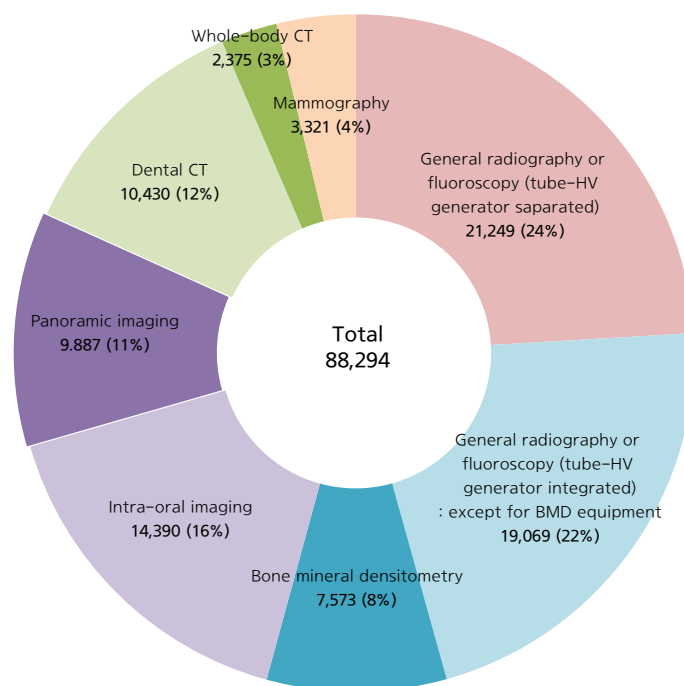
Distribution of diagnostic X-ray equipment in 2018 by type
